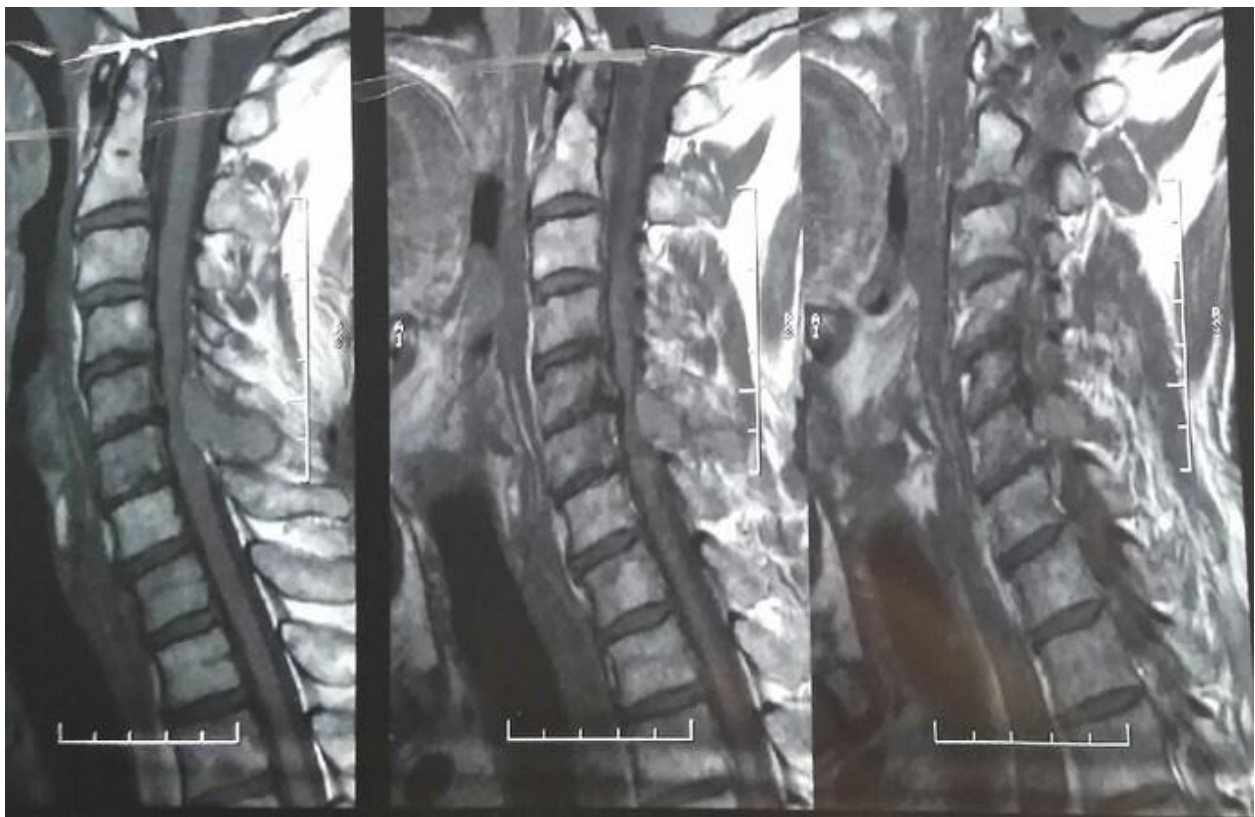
Экстрадуральное образование на уровне С5 позвонка с прорастанием в спинномозговой канал при магнитно-резонансной томографии шейного отдела позвоночника
